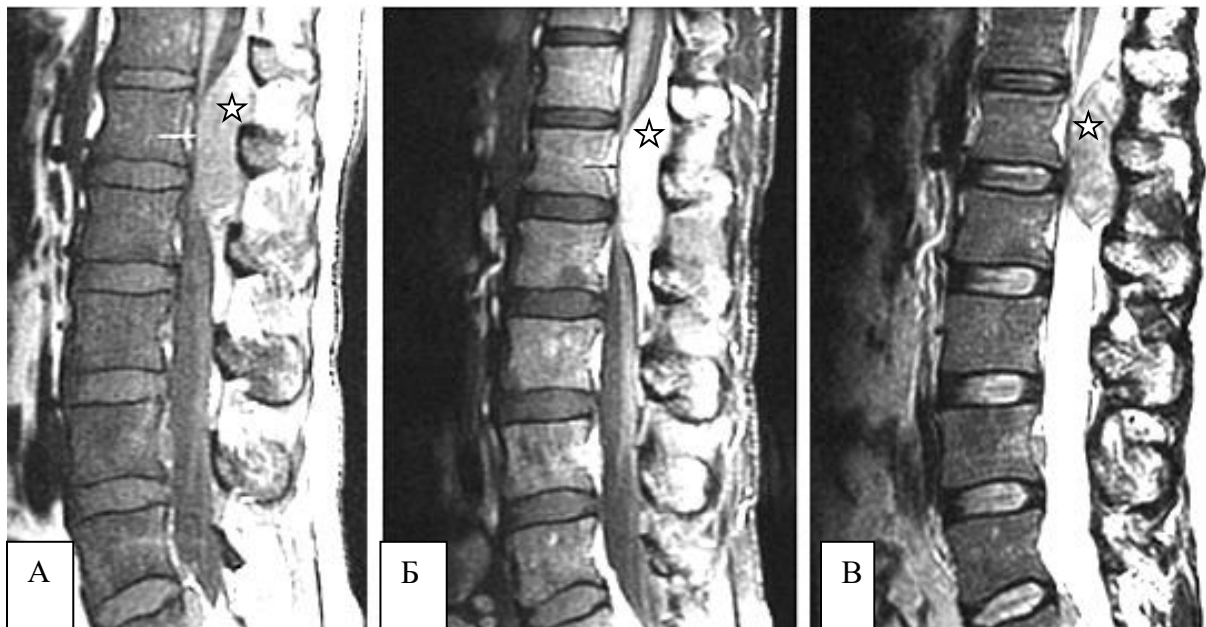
МРТ пре- (А) і постконтрастні (Б) T133 та T233. МХ дифузно-осередкова форма з перидурально розташованим м'якотканинним компонентом – на T133 не дуже чітко (але краще, ніж на T233 – В) визначається заміщення кісткового мозку тіл хребців пухлинними масами, що наочно визначається після контрастування (зірочка – Б). Ці вогнища нижчої інтенсивності, ніж інтенсивність прилеглих міжхребцевих дисків. Перидуральне утворення позаду здавлює просвіт каналу.
